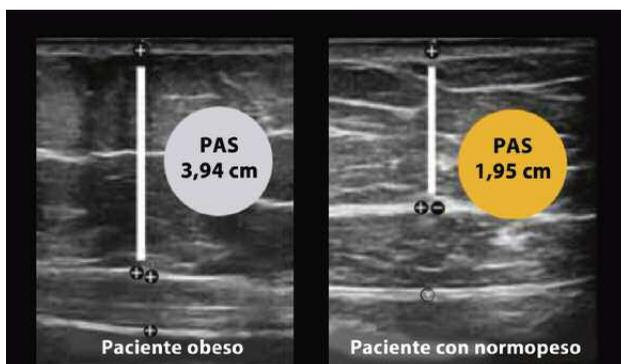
Valoración del grosor del PAS en obesos y sujetos con normopeso mediante ecografía abdominal.
